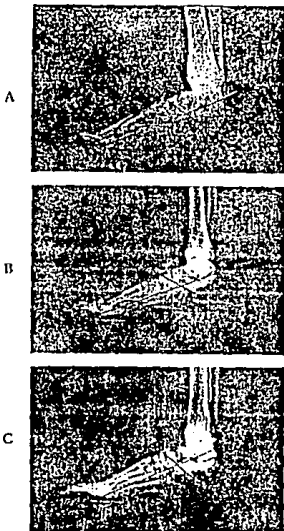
Al Angulo de Costa-Bartani y su importancia diagnóstica: radiografía de 3 pies en apariencia semejantes: A) Pie normal (Angulo C-B = 120°); B) Pie plano leve (Angulo C-B = 130°); C) Leve cavismo (Angulo C-B = 115°).
